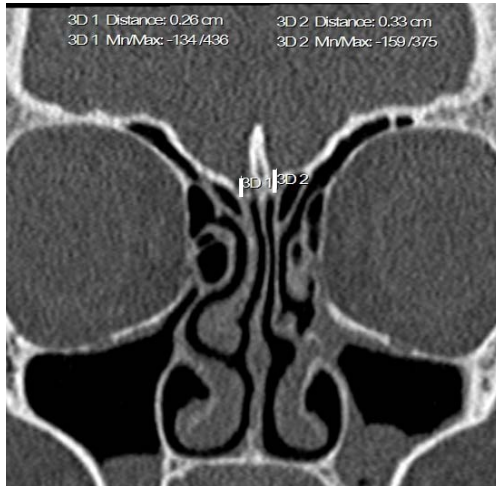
TC em reconstrução multiplanar coronal. Fossas olfatórias direita: 0,26 cm e esquerda: 0,33 cm (Caso 9).
